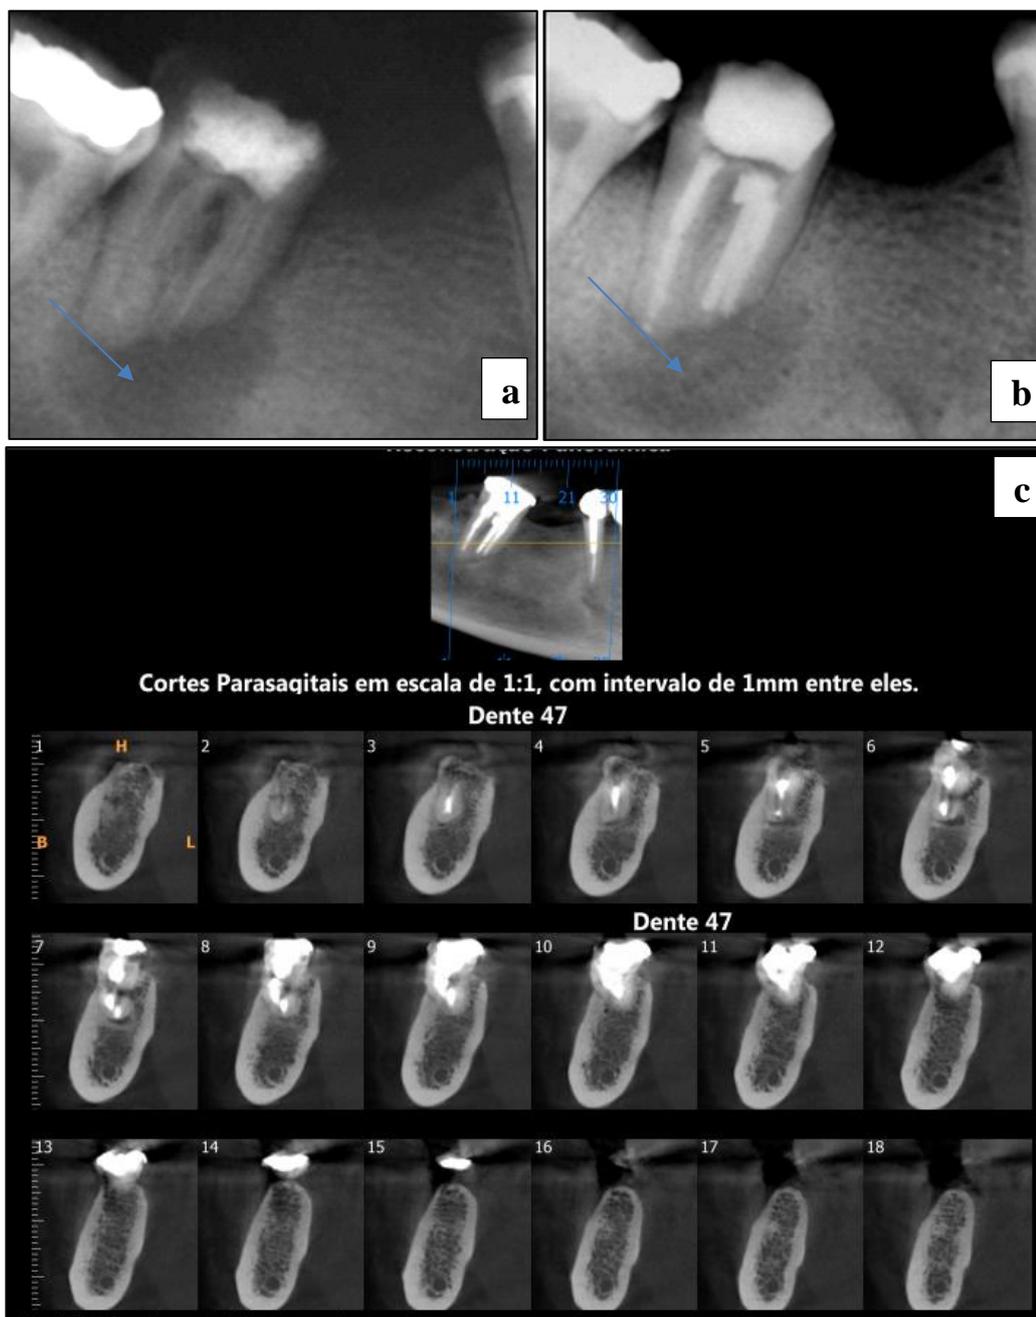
Dente do paciente 27 (grupo B); a-radiografia periapical antes do tratamento; b-radiografia periapical imediatamente após o tratamento; c-tomografia *cone beam* seis meses após o tratamento e regeneração periapical.
